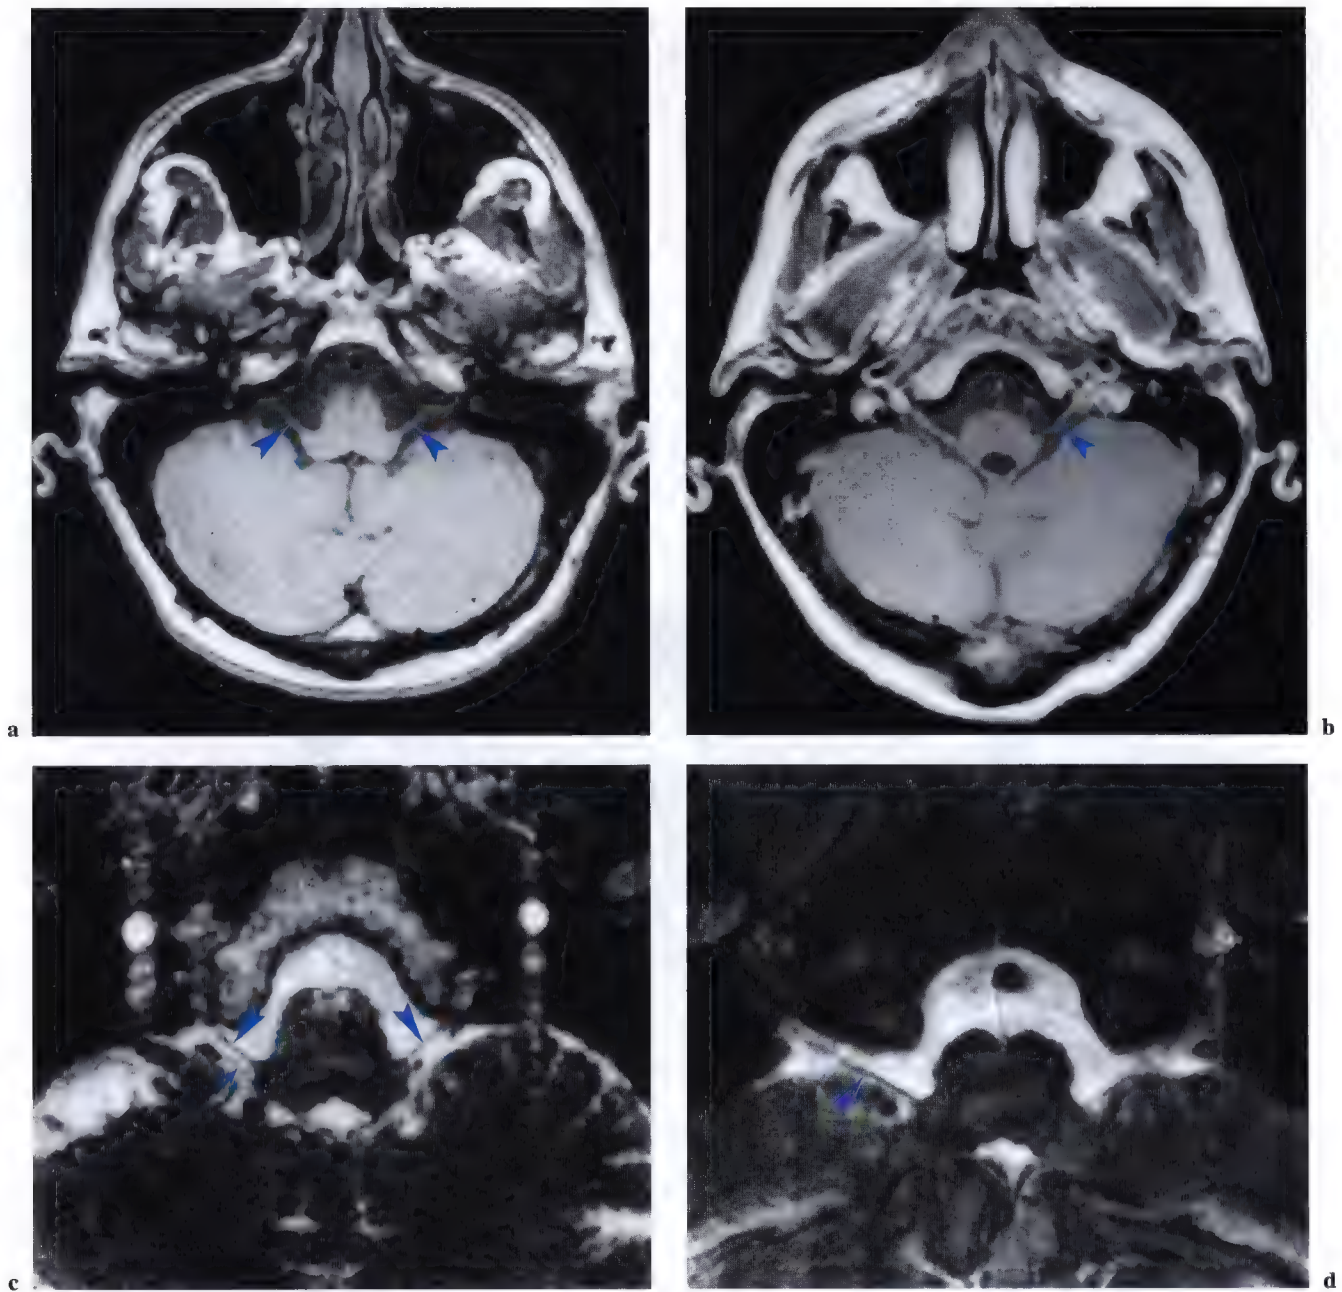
a–d. Imagerie par résonance magnétique (IRM) en vues axiales au niveau du nerf glosso-pharyngien (IX) (*tête de flèche*); nerf vague (X) (*petite flèche*). (TDM: Pr. Doyon, Hôpital Kremlin Bicêtre, Paris, France; IRM: Dr J.W. Casselman, A.Z. St Jan, Bruges, Belgique)
